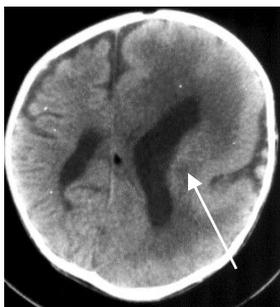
КТ головного мозга у ребенка 3 месяцев с односторонней макроцефалией: правое полушарие увеличено, боковые желудочки дилатированы, больше справа
